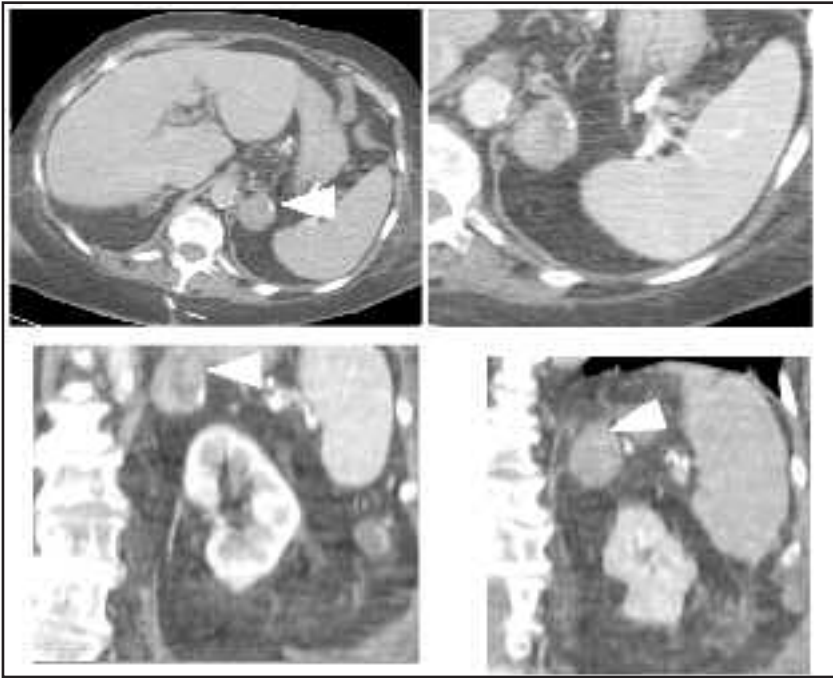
Hypercortisolisme ; TDM
